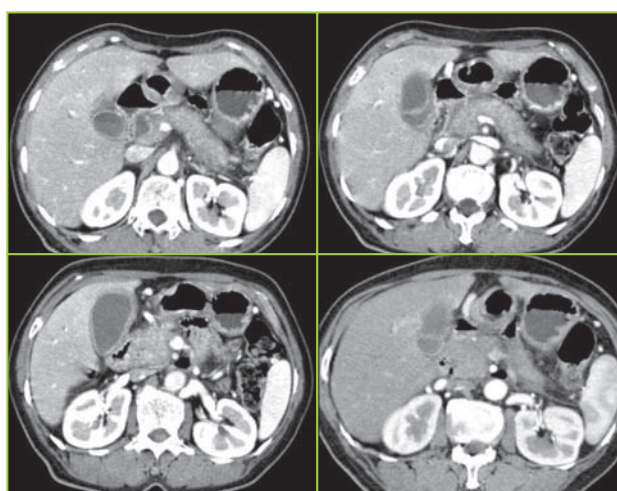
TC Abdominal: Efeito de realce heterogéneo da cabeça do pâncreas que revela dimensões aumentadas e determina dilatação da via biliar principal a montante, sugerindo malignidade. Alargamento de toda a glândula e presença de um halo hipodenso, não associados a dilatação do canal pancreático principal.
